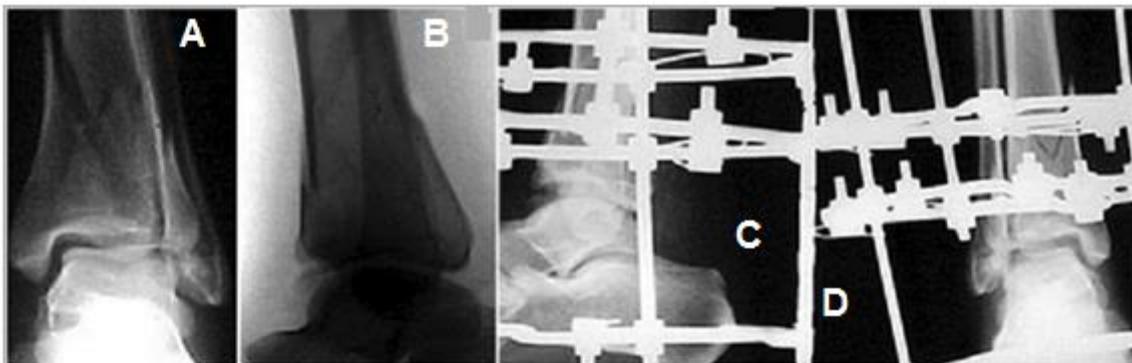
A y B: Radiografías preoperatorias (vistas anteroposterior y lateral) de fractura abierta tipo B según Gustilo, del pilón tibial. C y D: Radiografías postoperatorias después de colocar
